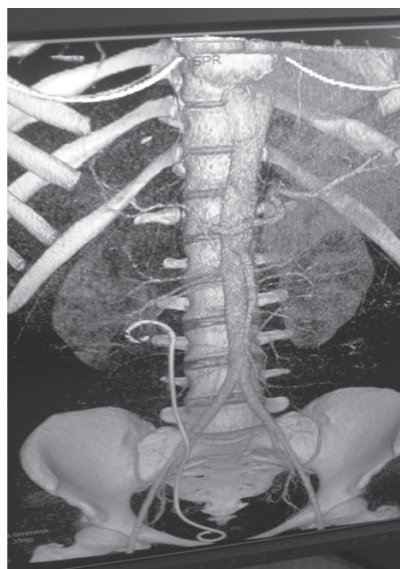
МСКТ с болюсным контрастированием больного А. до операции. В правой почке — зоны ишемических очагов
